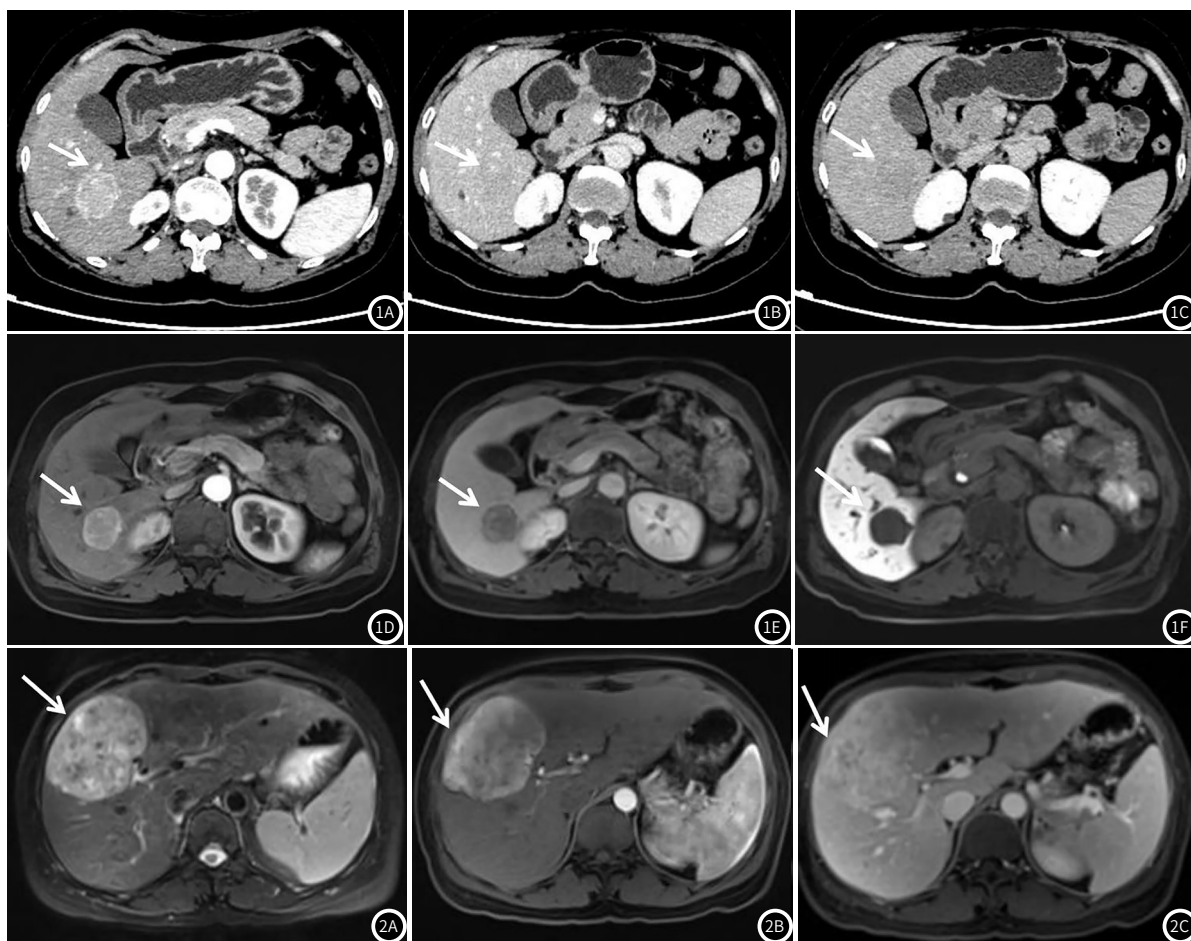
肝脏上皮样血管平滑肌脂肪瘤，女，52岁。图1A：CT增强动脉期病灶呈中度均匀强化，周边见动脉贴边，病灶内见点片状明显强化(血管样结构)，可见完整包膜。图1B、图1C：CT增强静脉期、延迟期病灶强化减退，呈稍低密度，内部点片状持续性强化，包膜欠清。图1D：MR增强动脉早期中度均匀强化，可见完整包膜，病灶内部见点片状明显强化灶。图1E：MR增强延迟期病灶强化减退为低信号，其内见点片状明显强化信号，包膜存在。图1F：肝胆特异期病灶呈明显低信号。图2 肝脏上皮样血管平滑肌脂肪瘤，女，43岁。图2A：MR平扫T₂WI病灶呈类圆形不均匀高信号，可见浅分叶。图2B：MR动态增强动脉期病灶呈不均匀中度强化，可见动脉贴边，其内见条索状明显强化，似见包膜。图2C：静脉期病灶呈稍高信号，信号不均，其内点片状持续强化。
